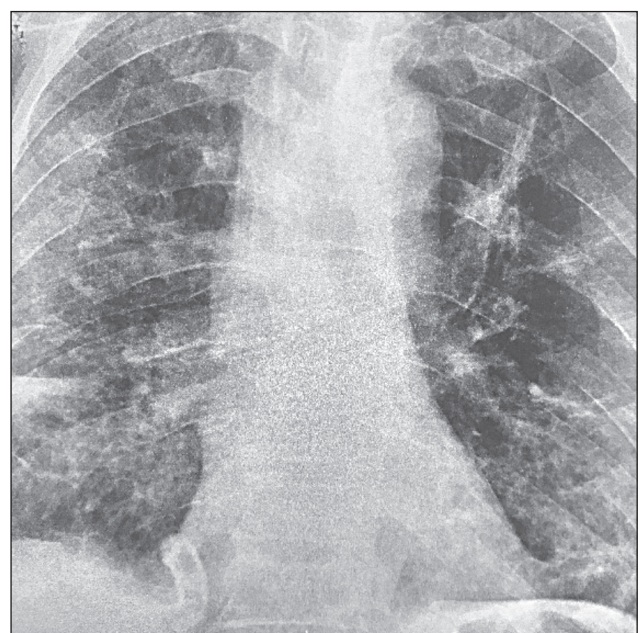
Рентген органів грудної клітки перед переводом у терапевтичне відділення
